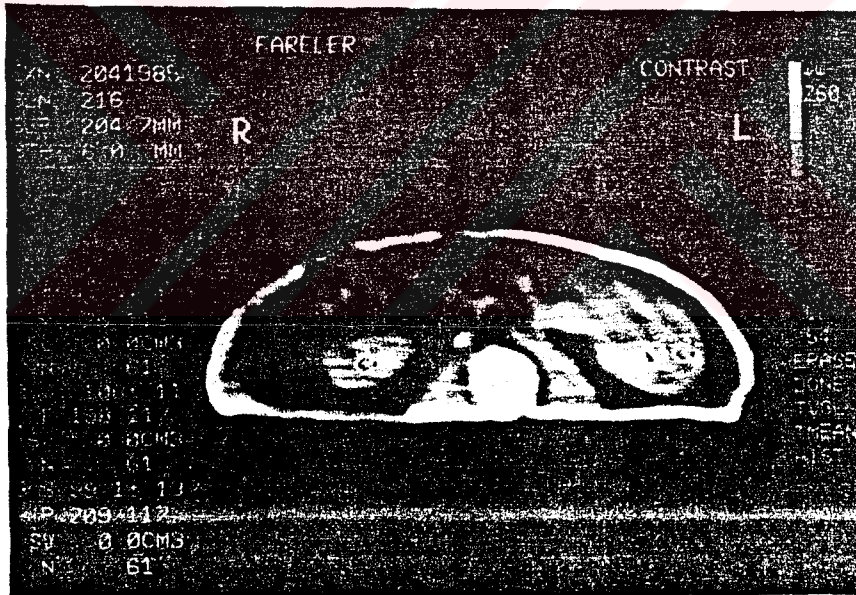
S₁ NISV' nun Enjeksiyonundan Önce KC CT Görüntüsü
